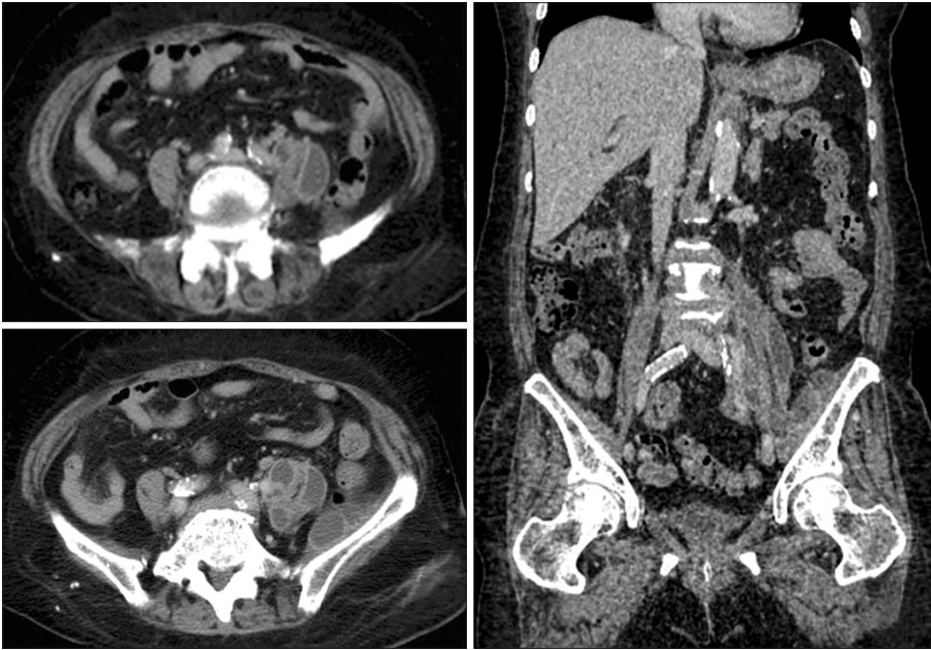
Abdomen-pelvis computed tomography images show multi-lobulated psoas abscess.
